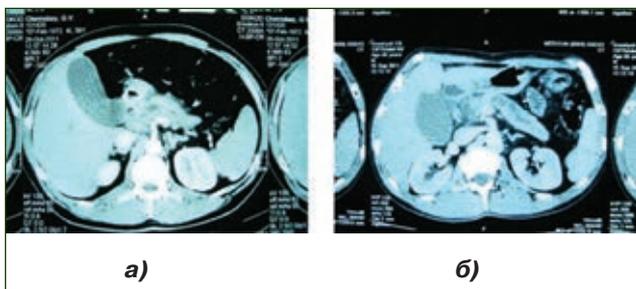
Данные КТ у больного с осложненной формой хронического панкреатита: а) увеличение головки и тела ПЖ с участками сегментарной обструкции вирсунгова протока; б) обструктивный панкреатит с протоковой гипертензией и сдавлением ОЖП
